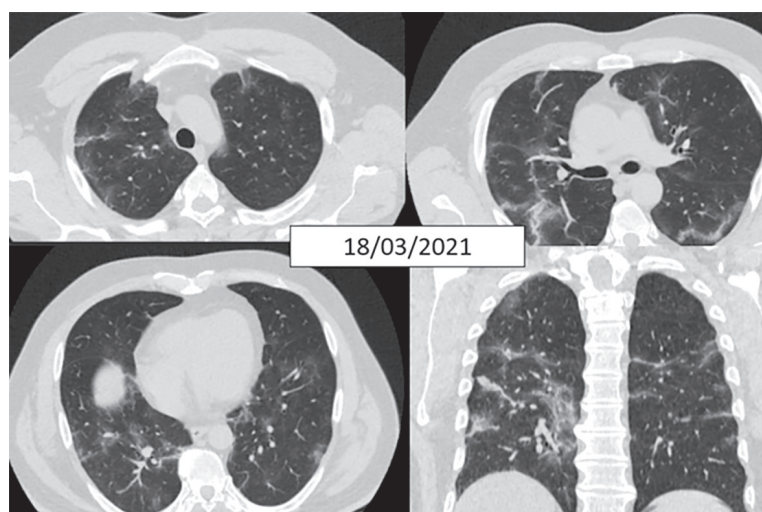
HRCT torace fereastră parenchimatosa a identificat multiple arii de opacități tip “sticlă mată” bilateral, difuz răspândite, mai extinse în zonele subpleurale posteror, îngroșarea septurilor interlobulare, pe alocuri cu aspect „piatră de pavaj” („crazy paving”). Bilateral opacități liniare grosiere determinate de atelectazii.
